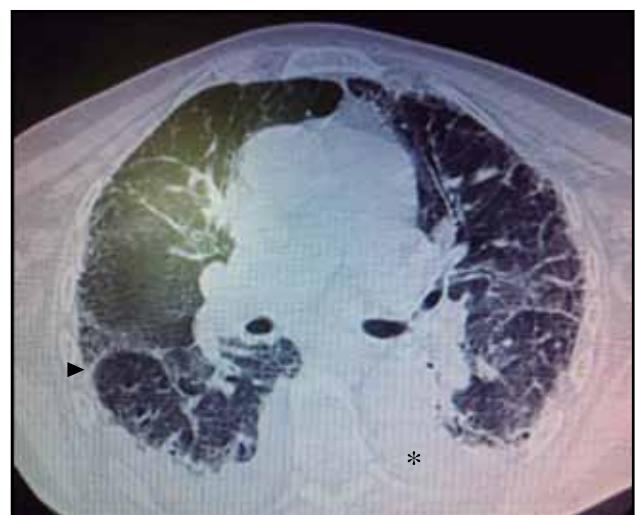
Tomografía axial computarizada de tórax con evidencia de derrame pleural bilateral (\*), atelectasias (▲) y compromiso fibrótico intersticial pulmonar.
